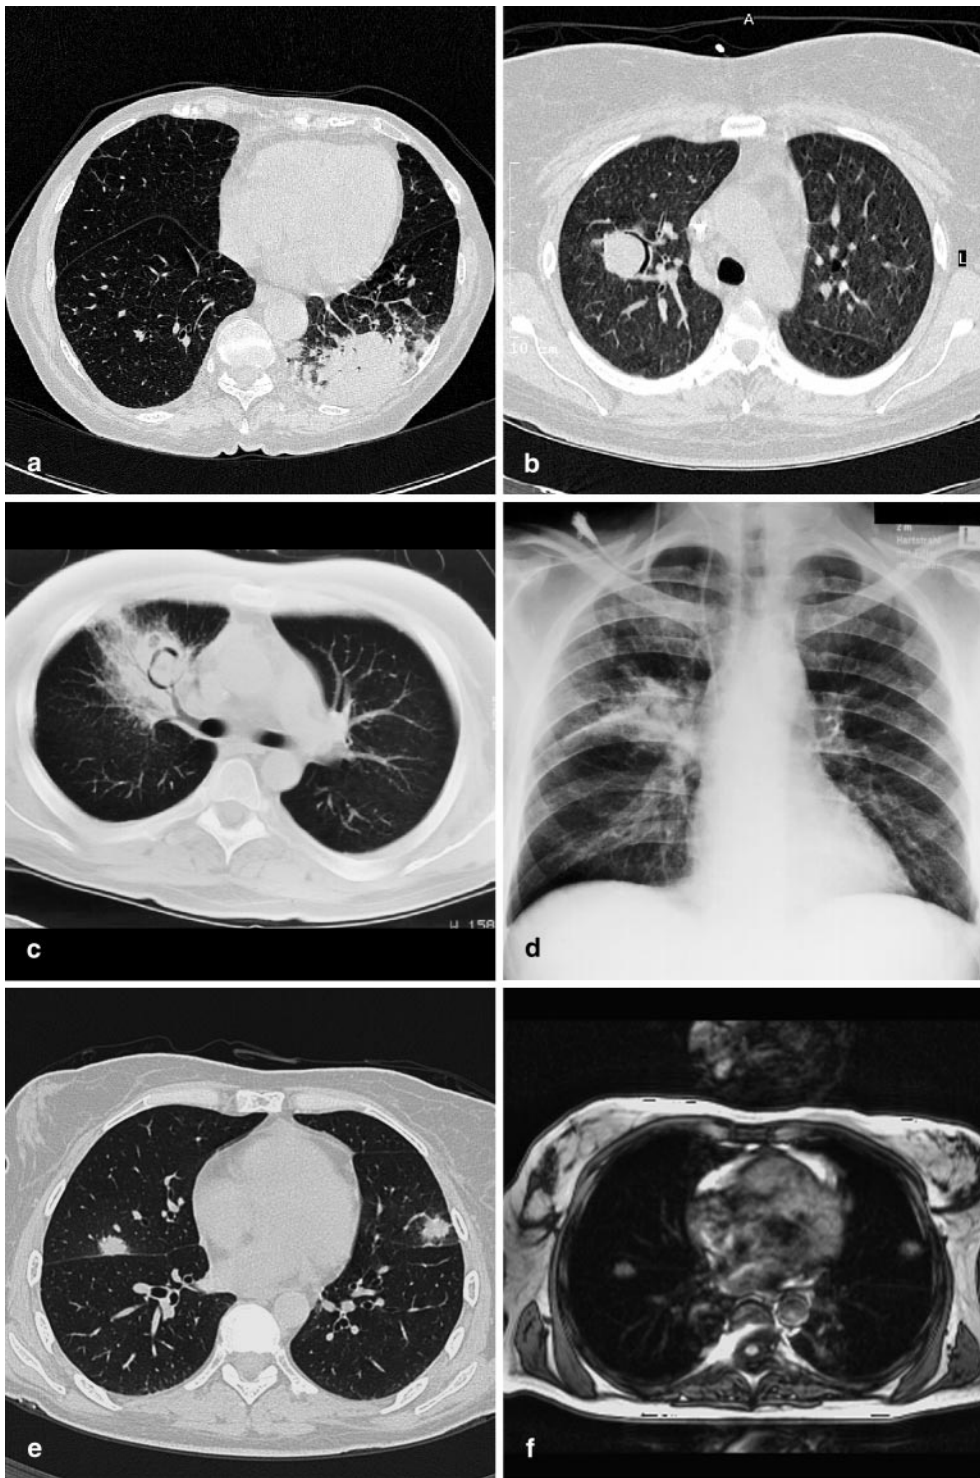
▲ *Aspergillus*-Pneumonie. a Neutropenische Patientin mit akuter Leukämie während der Neutropenie. Aus der bronchoalveolären Lavage wurden *Aspergillus* Spezies isoliert. Konsolidierung des Lungparenchyms im linken Unterlappen. b Patientin mit akuter Leukämie nach Knochenmarktransplantation. Bereits in den ersten Tagen der Neutropenie entwickelte die Patientin unscharfe Rundherde. Aus der bronchoalveolären Lavage wurden *Aspergillus* Spezies isoliert. Während der hämatologischen Rekonstitution demarkierte sich das Luftsichelzeichen. c,d Neutropenischer Patient mit akuter Leukämie und *Aspergillus*pneumonie während der hämatologischen Rekonstitution. Die Spiral-CT zeigt das Mycetom innerhalb der Kaverne im Mittellappen mit Bronchusanschluß. Ein ähnlicher Befund zeigt sich zu diesem Zeitpunkt auch in der Übersichtsaufnahme. e,f Patientin mit akuter Leukämie und *Aspergillus*pneumonie während Neutropenie. Die in der HRCT erkennbaren unscharfen Rundherde zeigen auch in der T1 gewichteten MRT ein intensives Korrelat. Nach intravenöser Kontrastmittelgabe zeigte sich eine starkes Enhancement ohne zentrale Einschmelzung
